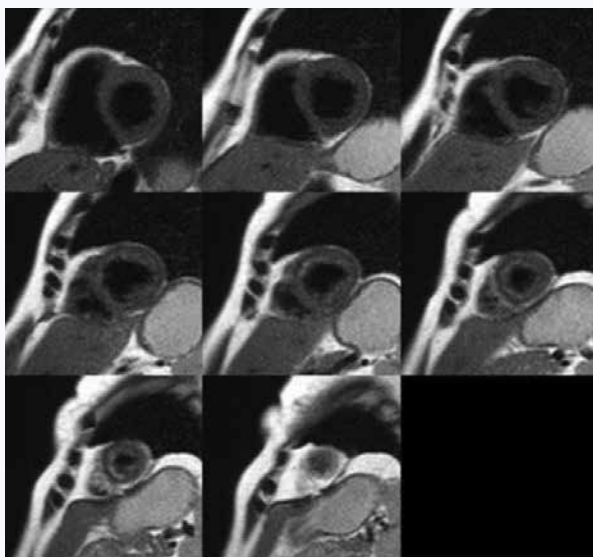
МРТ сердца в двухкамерной проекции по короткой оси левого желудочка. Визуализируется пристеночное усиление МР-сигнала в апикальном отделе левого желудочка
